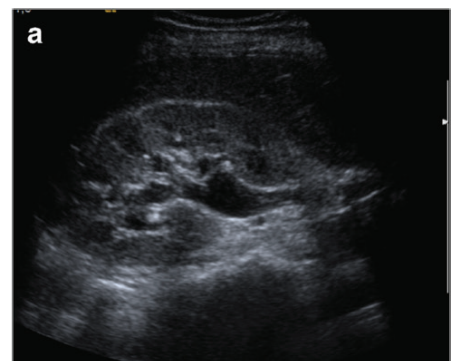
Gambaran ultrasonografi lain yang dapat membantu diagnosis adalah sebagai berikut:⁴
